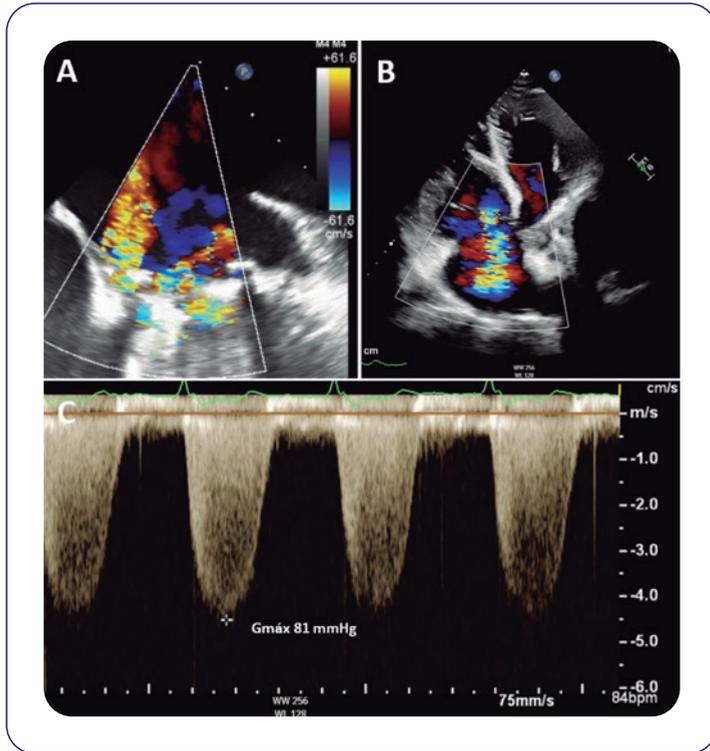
A: ecocardiograma transefágico con Doppler color que muestra chorros de regurgitación (transvalvulares y paravalvulares) que condicionan insuficiencia mitral significativa. B: ecocardiograma transtorácico con Doppler color que muestra el ventrículo derecho dilatado e insuficiencia tricuspídea moderada. C: espectrograma de Doppler continuo a través de la válvula tricúspide con gradiente máximo de 81 mmHg.
